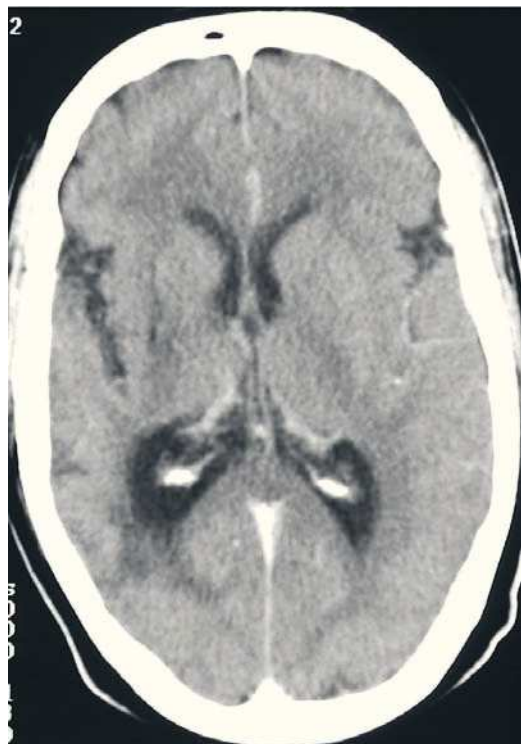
Tomografia computadorizada crânio-encefálica – Atrofia cortical parietal direita associada a lesões hipodensas na coroa radiada e cápsula externa adjacentes. Repuxamento do corpo do ventrículo lateral homolateral
